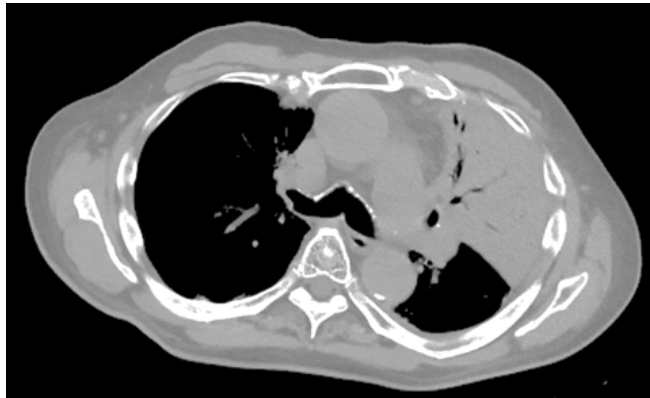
Consolidado en lóbulo superior izquierdo con broncograma aéreo/TC Tórax. Corte Axial.
